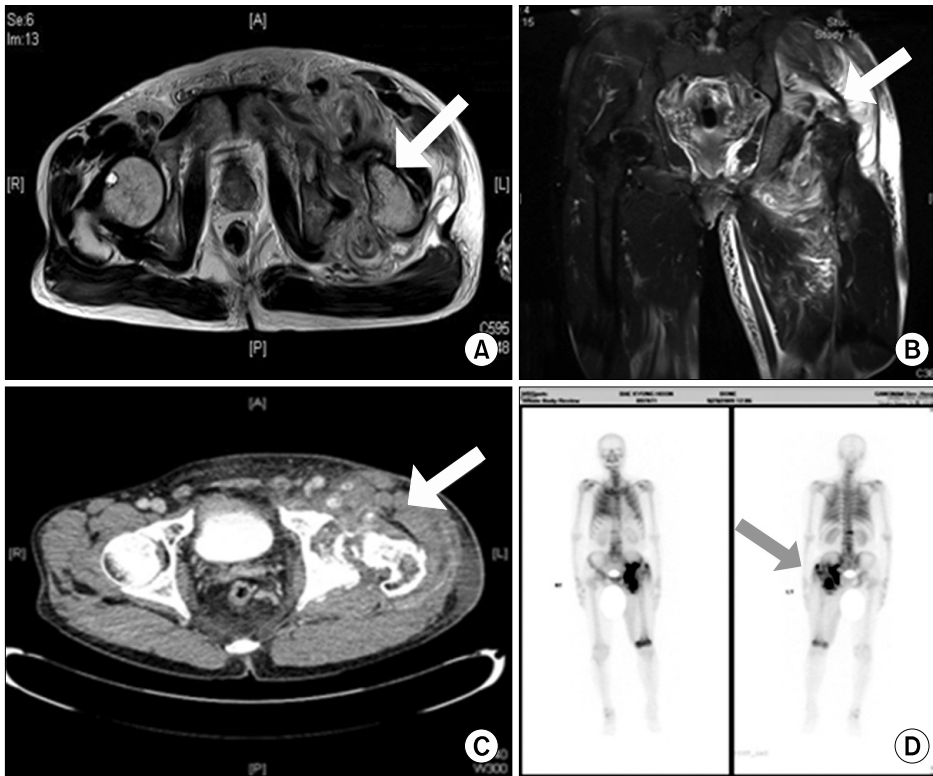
MRI study showed abnormal signal change (arrow) at left femoral head with joint effusion (A), synovitis including extensive signal alteration (arrow) of hip abductors, external rotators, adductor muscles (B). Computerized tomography showed resorption (arrow) of left femoral head with hip joint effusion (C). Increased uptake (arrow) on left femur in whole body bone scan (D).
